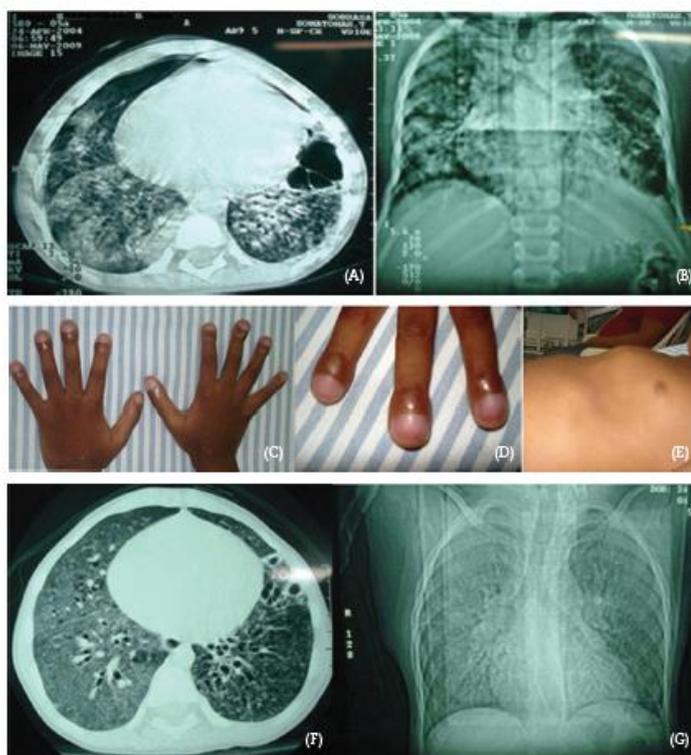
Computed tomography scan of the chest revealed images of pulmonary fibrosis (A-B). Digital clubbing (C-D) and keeled chest (E). Chest computed tomography (CT) scan showing bilateral ill-defined small center lobular nodules, solid right lung opacity and subpleural small nodules (F-G).
